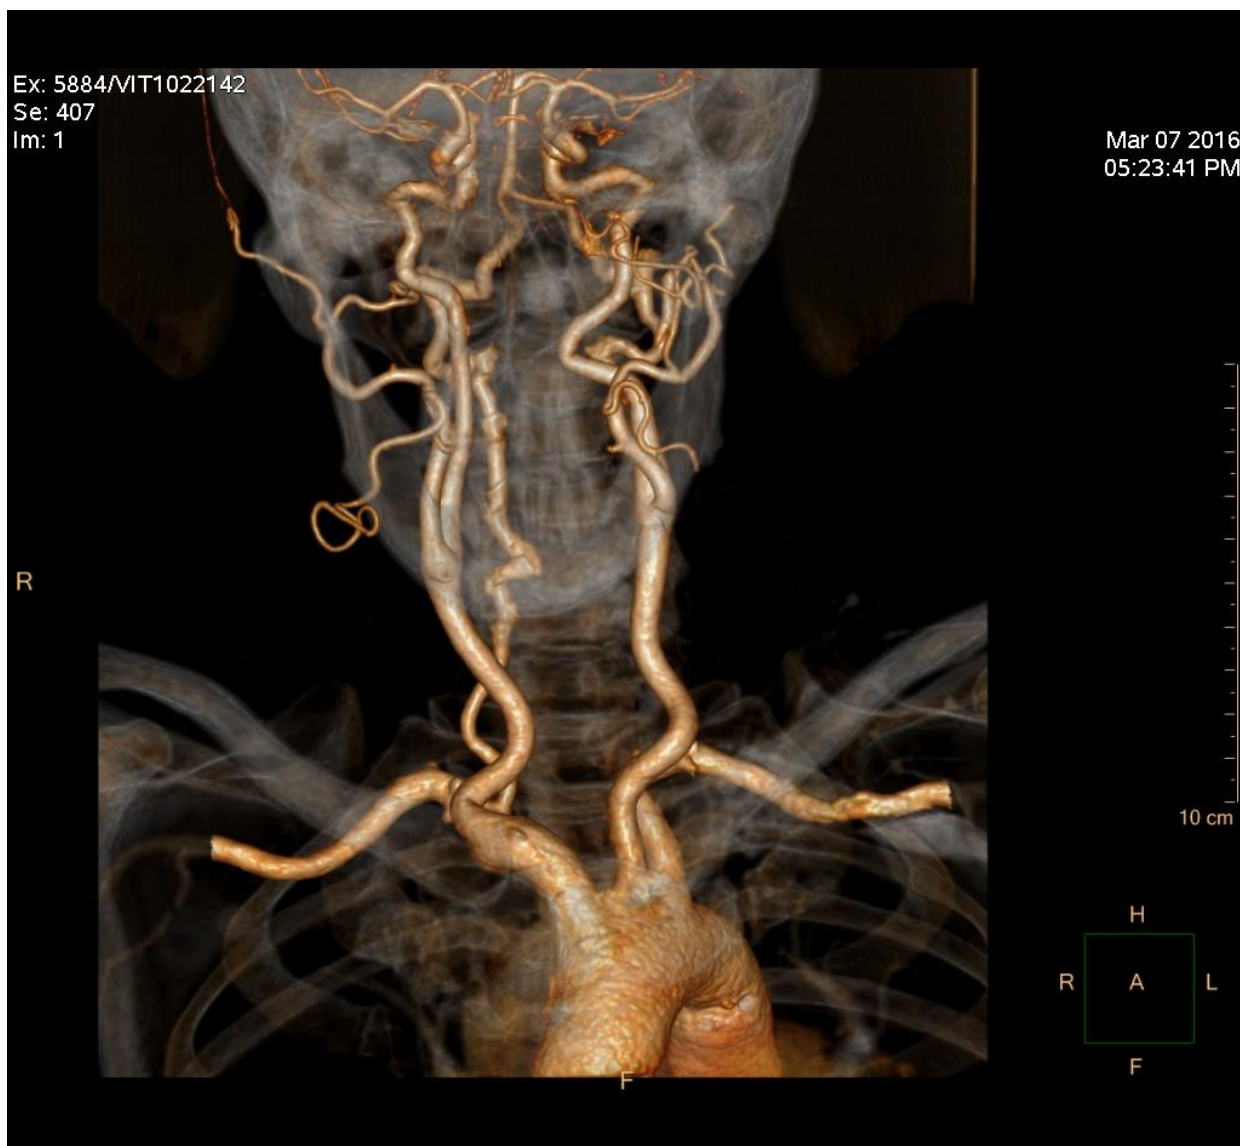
CTA mozkových tepen
